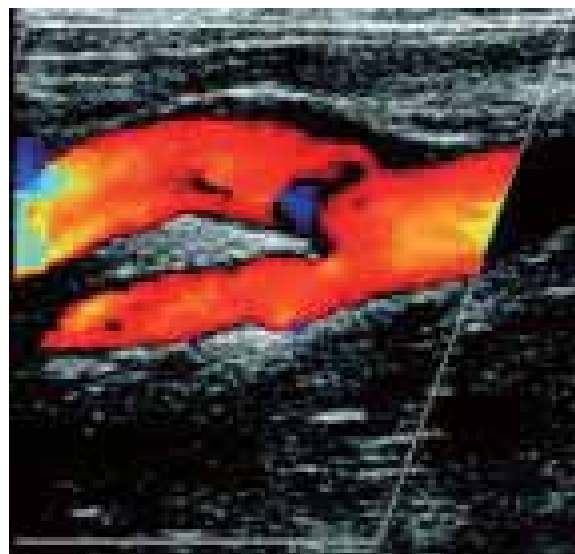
正常の頸動脈分岐部のドプラーエコー像。赤色は動脈血流を示す。
